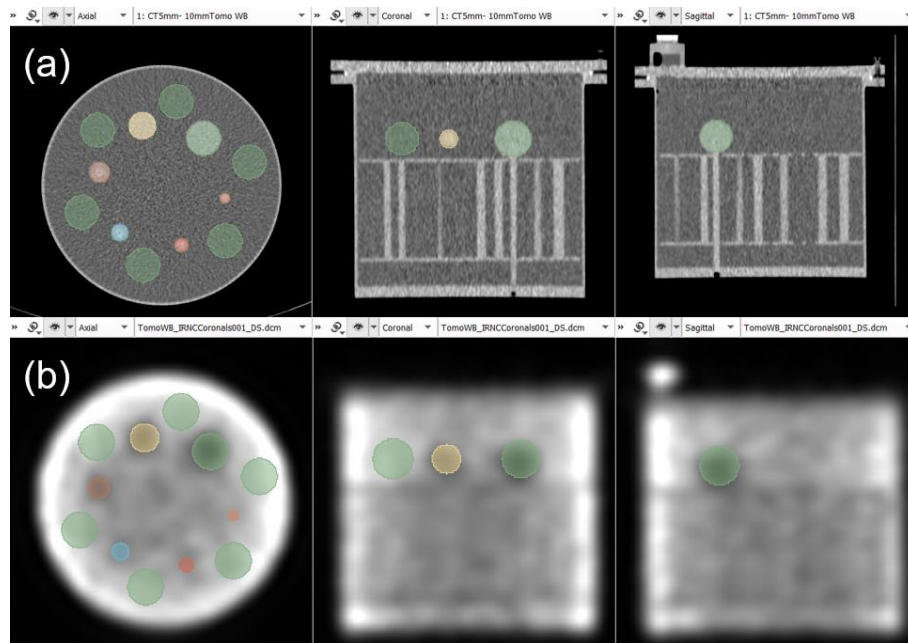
Exemplo da segmentação efetuada nas imagens do Jaszczak para determinação do contraste. (a) máscara elaborada na CT; (b) máscara aplicada à SPECT.
